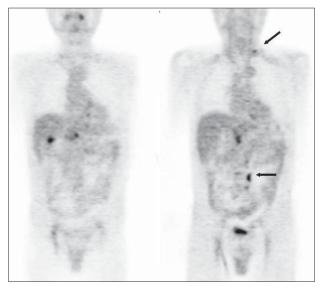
1 month postoperative FDG-PET
